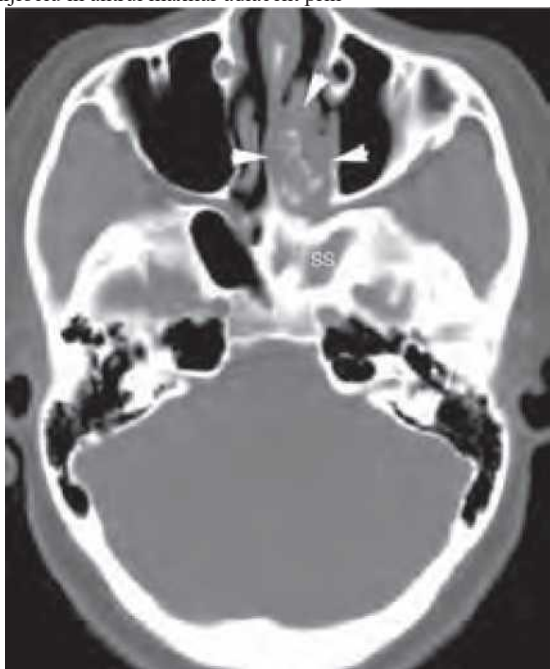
Tomografie computerizată (CT) axială fără substanță de contrast cu fereastra osoasă a regiunii nazosinusale, care arată o masă expansivă în cavitatea nazală stângă (vârfuri de săgeți) cu calcificări centrale dense. Sinusul sfenoid (SS) stâng este obstrucționat cronic și prezintă depozite de grăsime mucoperiostale. Considerațiile diferențiale au inclus micetomul și leziunile fibro-osoase ale cavității nazale. Un micetom a fost confirmat la momentul intervenției chirurgicale.
